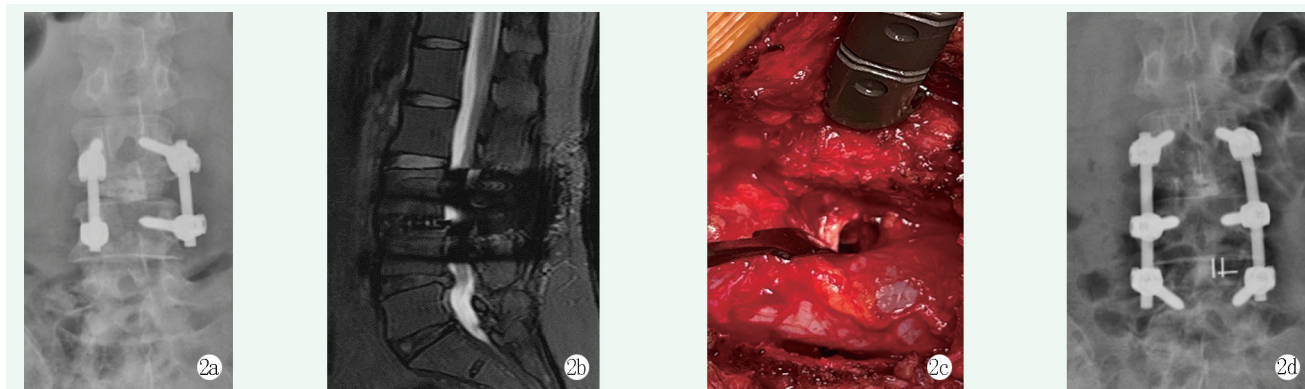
患者, 男, 40 岁, 因腰椎椎管狭窄合并腰椎间盘突出行 L<sub>3/4</sub> 节段 PLIF, 3 年后再次出现下肢症状。2a: 第二次术前腰椎正位 X 线片; 2b: 第二次术前腰椎 MRI 示 L<sub>4/5</sub> 椎间盘突出; 2c: 再次扩大 PLIF 术中, 切除突出的髓核, 神经减压; 2d: 第二次术后腰椎 X 线片示延长融合固定内固定物位置良好。
